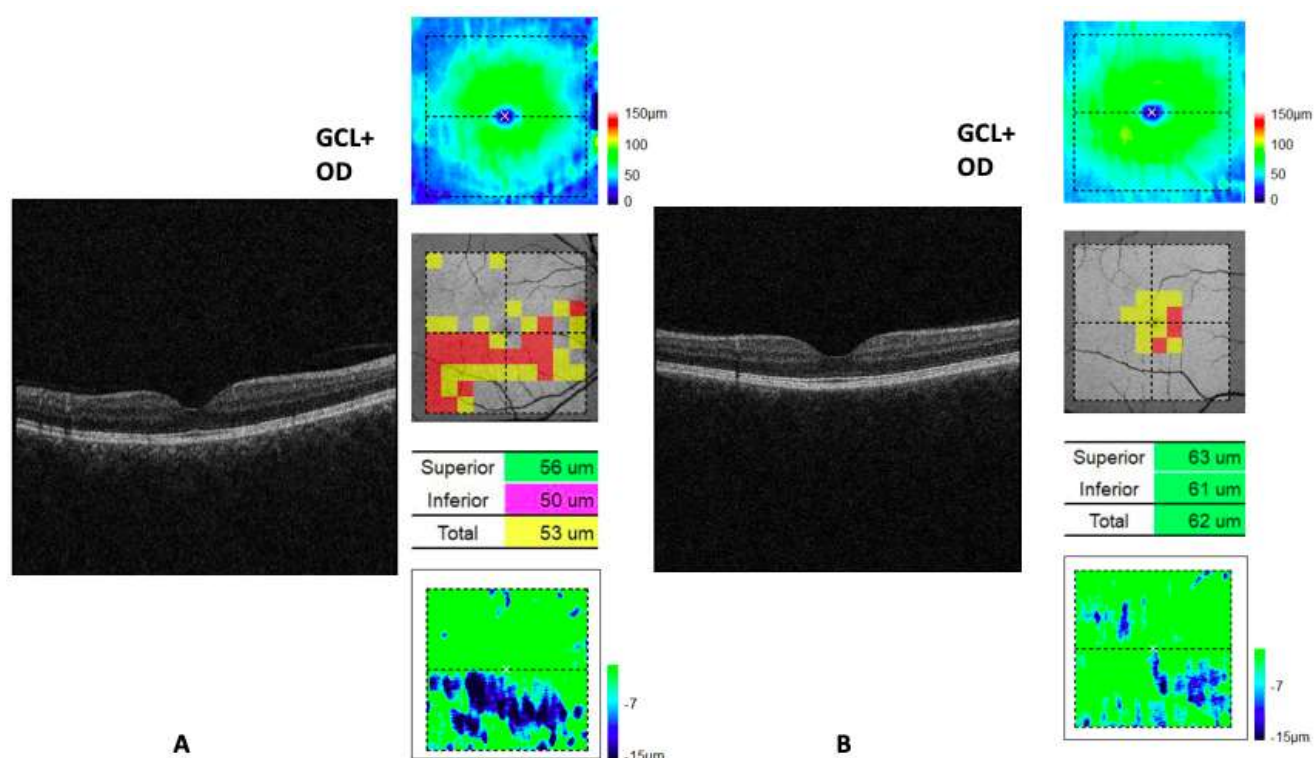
Протокол “3D Macular”: представлен единственный В-скан макулярной области, карты толщины с отклонениями от нормативной базы томографа для слоя GCL+ у болевшего COVID-19 (А) и не болевшего COVID-19 (В) пациента с рассеянным склерозом. Истории болезни А - 90438/A22 и В - 25214/A17
